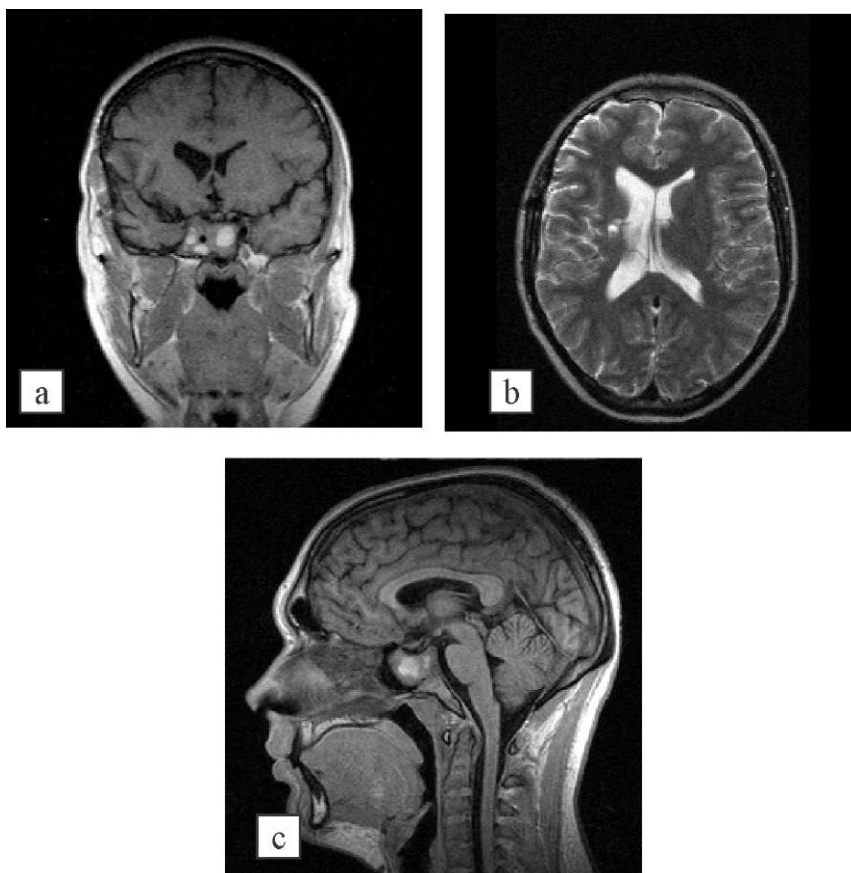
(a-с). МРТ постоперационные томограммы до контрастирования (описание в тексте).
